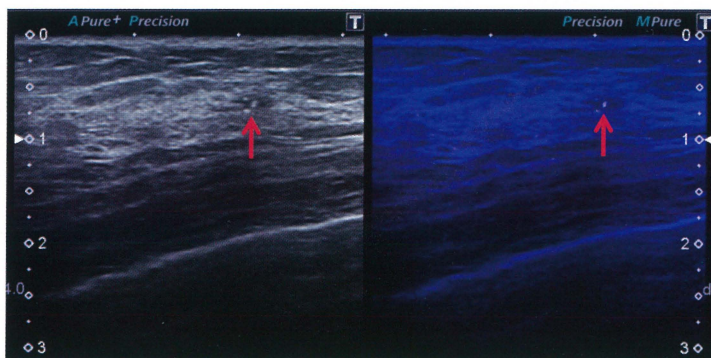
超音波画像 (MicroPure™ mode)
